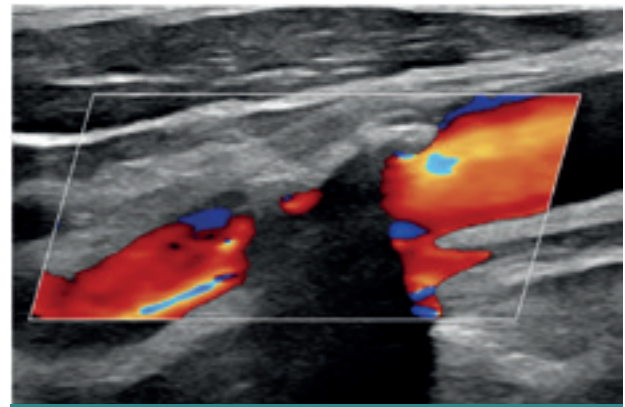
Grossolana placca calcifica della carotide interna mascherante il segnale color Doppler
